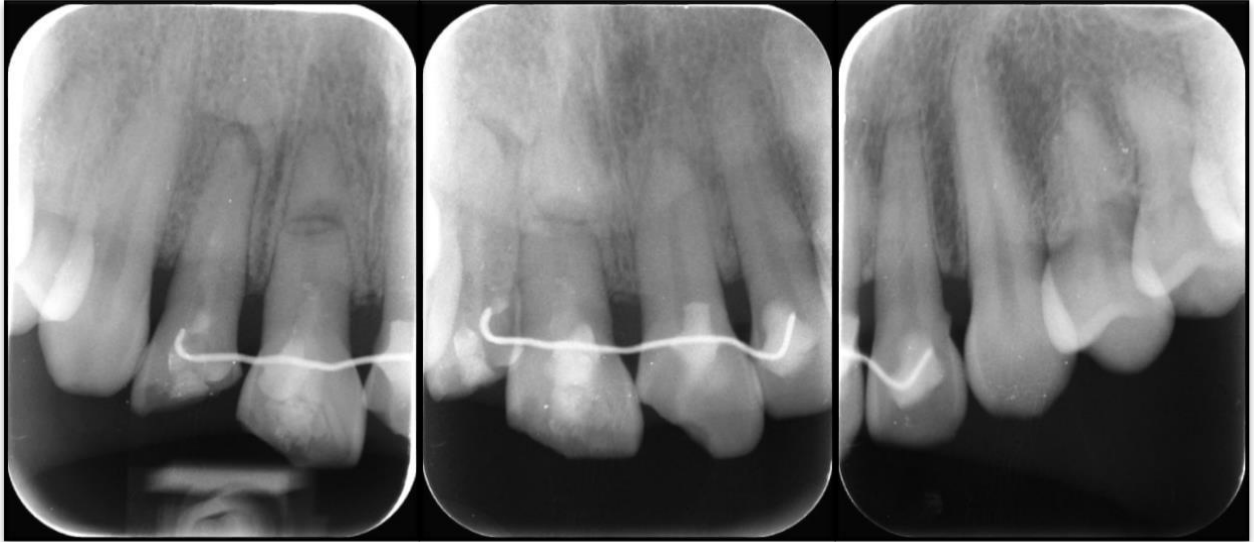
Radiografías periapicales de seguimiento (25/10/2018)
